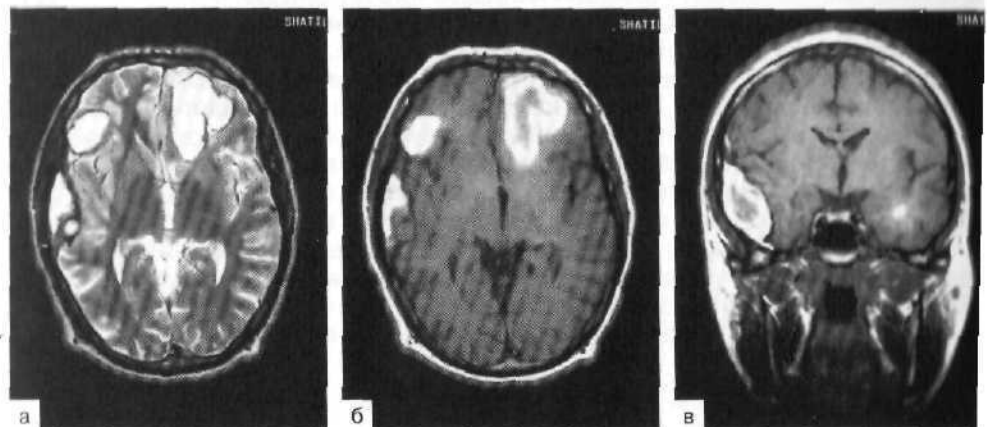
МРТ; аксиальный срез по T_2 (а), аксиальный (б) и фронтальный (в) срезы по T_1 . Биполушарные множественные гематомы (эпидуральная и внутримозговые).
